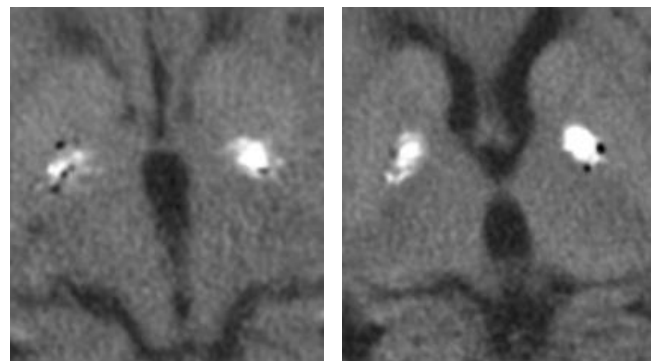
頭部CT (Autopsy imaging)
